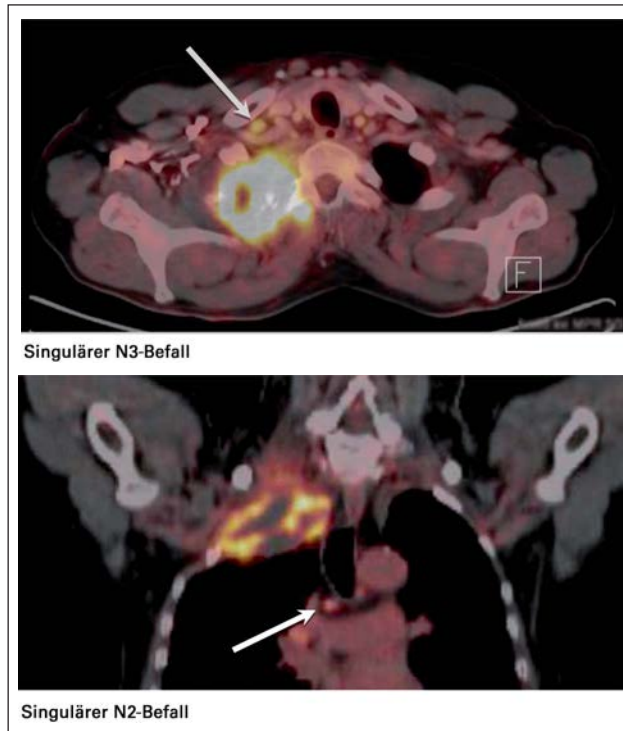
Diese beiden PET-CT-Bilder verdeutlichen die Wertigkeit eines befallenen lokoregionalen N3-Lymphknotens einerseits und eines subkarinalen Lymphknotens andererseits.
